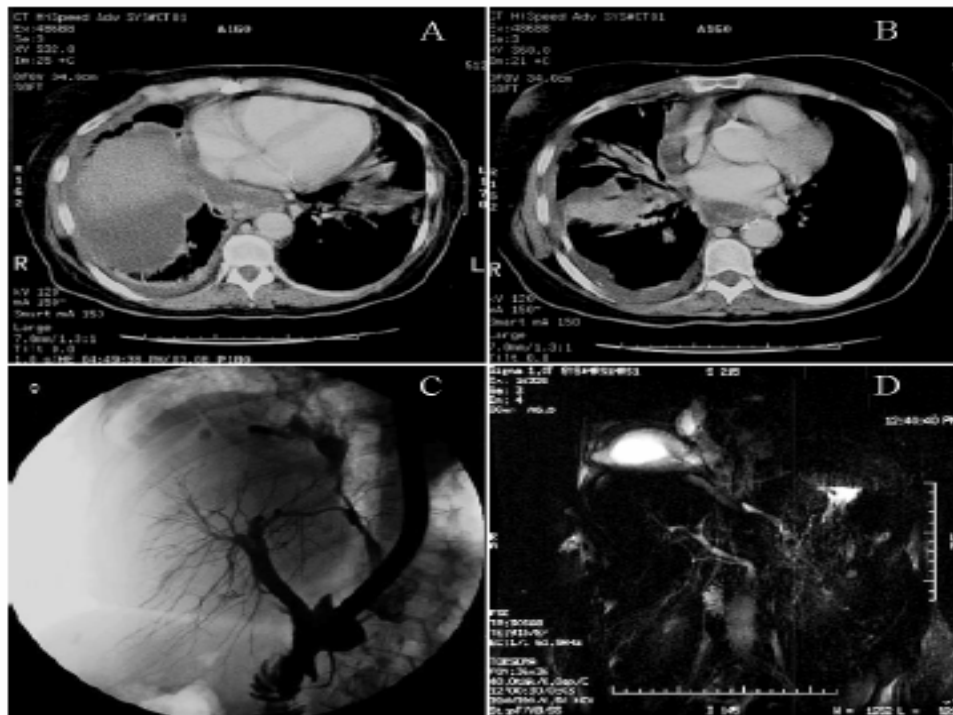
(A, B) CT scan demonstrating a fluid collection in the posterior mediastinum with small bilateral pleural effusions. There is also associated consolidation of the right lower lobe. (C, D) ERCP demonstrating contrast leaving the pancreatic duct to fill collections around the right lobe of the liver and the posterior mediastinum. This is also demonstrated by the MRCP in (D).
